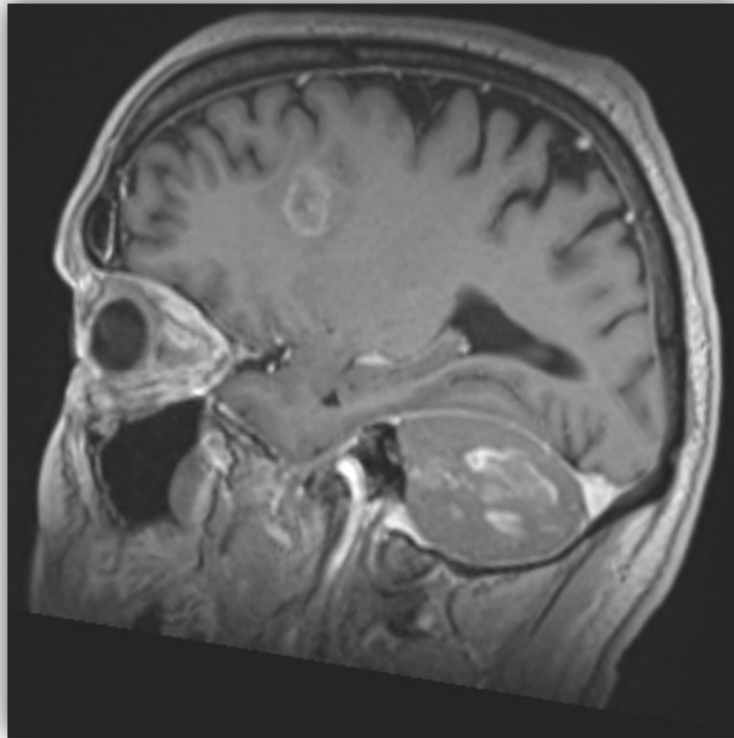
Supra- und infratentorielle multiple Hirnmetastasen (MHM) bei Patienten mit Bronchialkarzinom im MRT.
